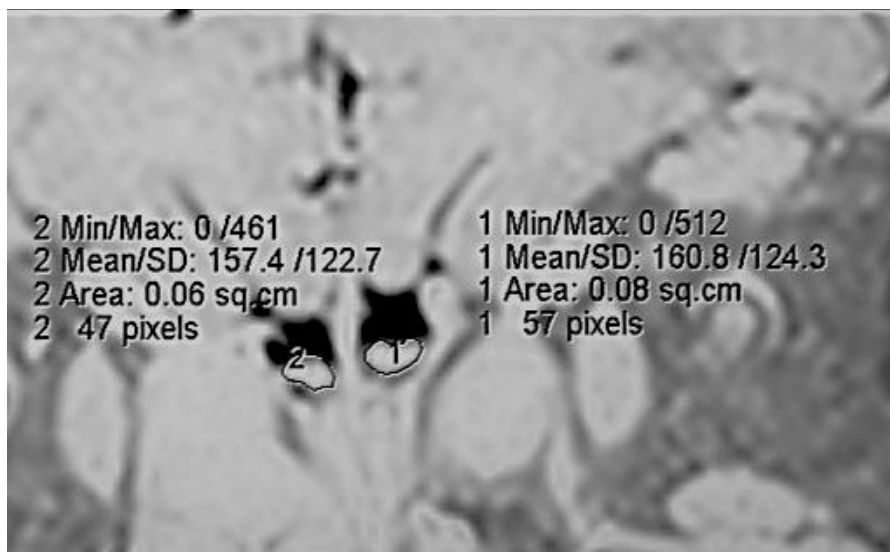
MRI, T2BI. Front projection. Olfactory bulb morphometry.
